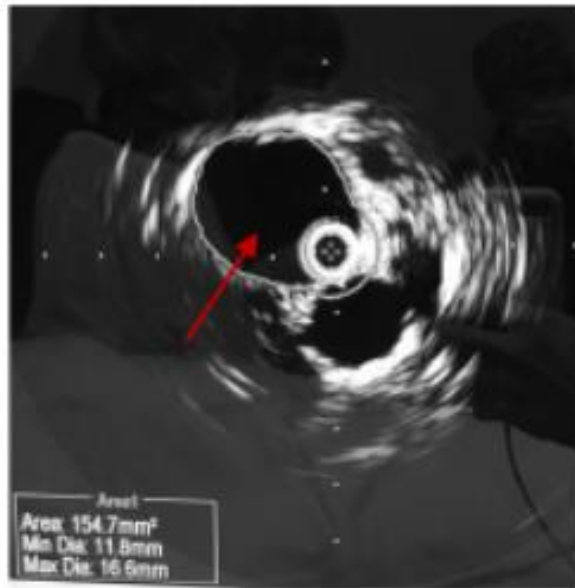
ВСУЗИ. Планиметрическое измерение просвета левой общей подвздошной вены в предстенотическом отделе (стрелка)
